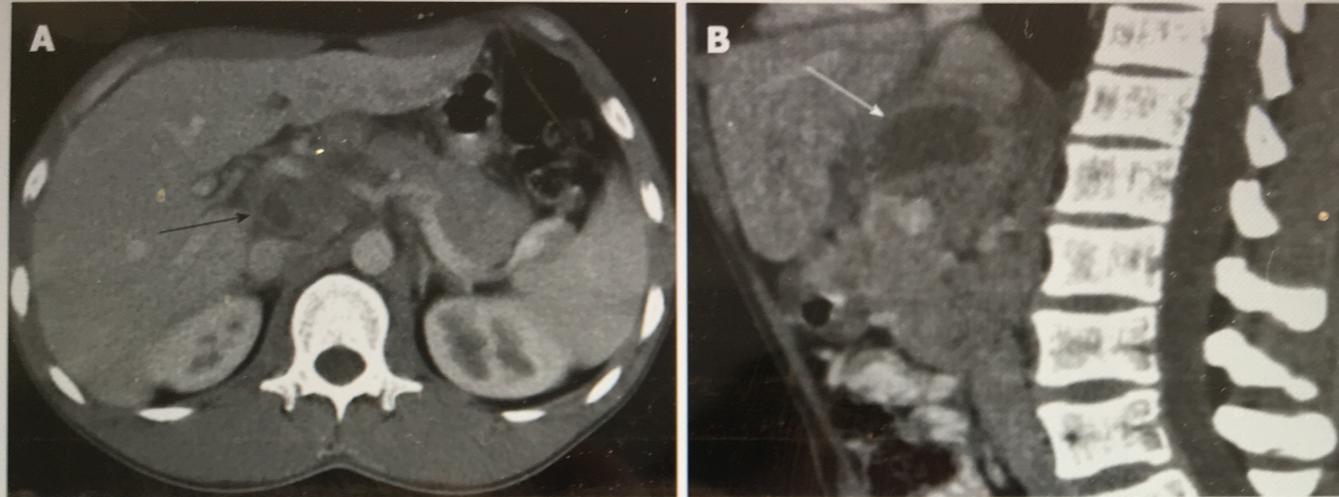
Tuberculous abscess located in the peripancreatic area. A: Axial CT image showed enlarged lymph nodes in the portacaval space and peripancreatic area with rim enhancement (arrow); B: Sagittal CT image showed a peripherally enhancing, hypodense mass in the peripancreatic area (arrow), measuring approximately 3.7 cm × 4.1 cm × 4.5 cm. CT: Computed tomography.
